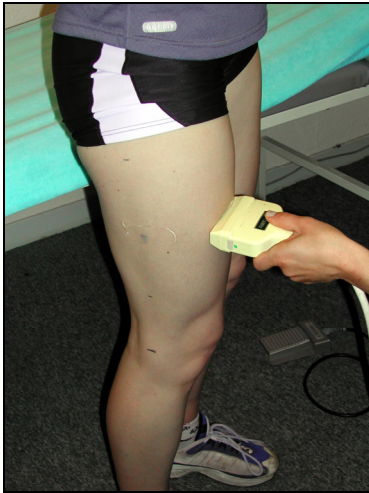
Sonografische Messung der Muskeldicke der Oberschenkelmuskulatur (von ventral, bei 50% der Oberschenkellänge)
